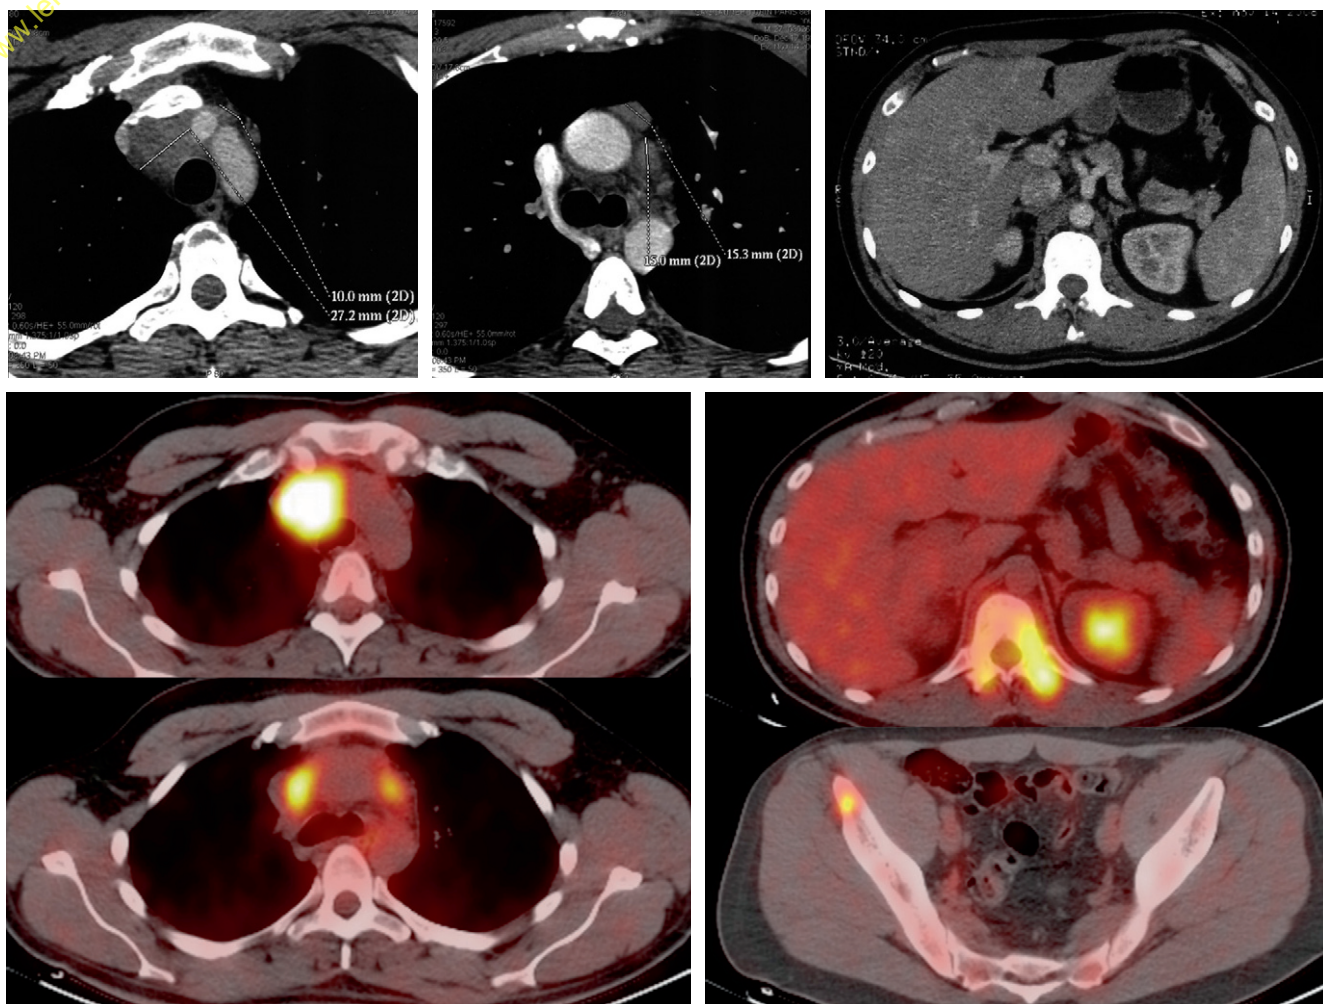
Intérêt de la TEP au FDG au cours des lymphomes.
